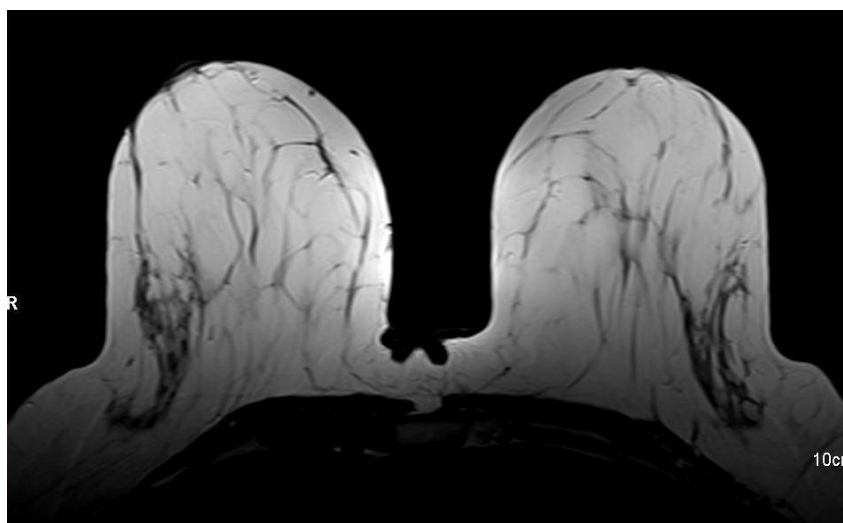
Imagem RM da mama ponderada em T2.
